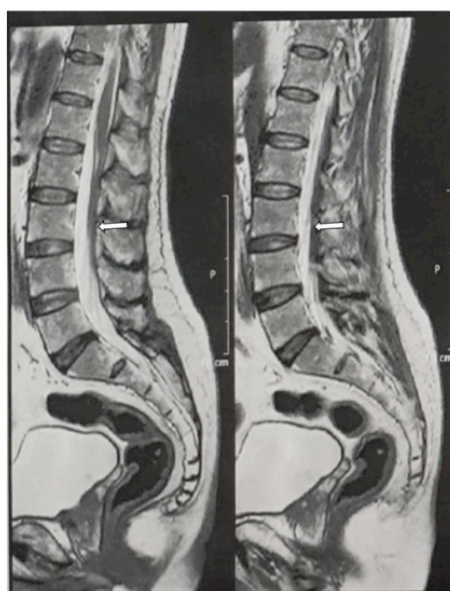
RM da medula espinhal lombar com hipersinal (setas) em cortes T2.
